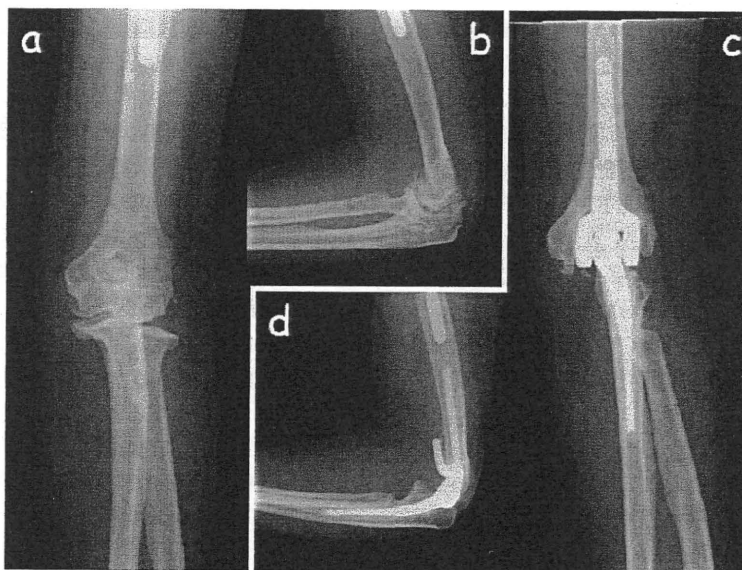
症例1. 64歳，女性。先端巨大症性左肘関節症単純X線 (a. 術前正面像, b. 術前側面像, c. 術後1年8か月正面像, d. 術後1年8か月側面像)
